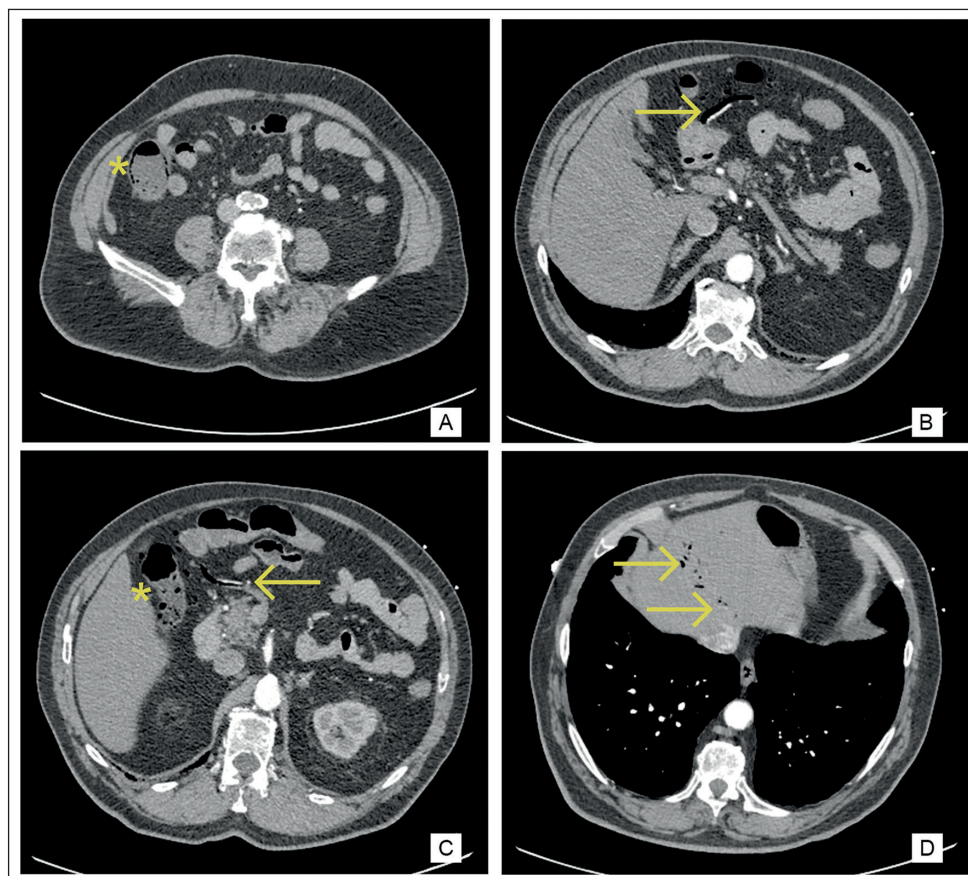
Tomografía Axial computada con fase arterial. En los cuadros A y D (*) marca los signos de neumatosis del colon derecho. En los cuadros B, C y D, las flechas señalan la neumatosis de las venas cólica media, cólica derecha y portal intrahepática respectivamente.
